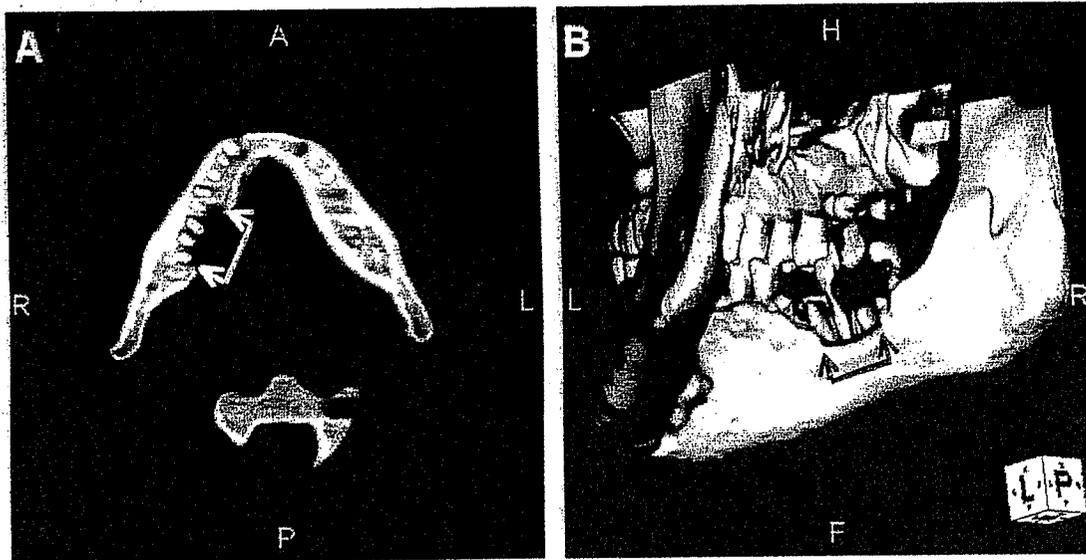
N-BP療法中の骨転移患者にみられた顎骨壊死(CT像)(文献³³⁾より引用)
